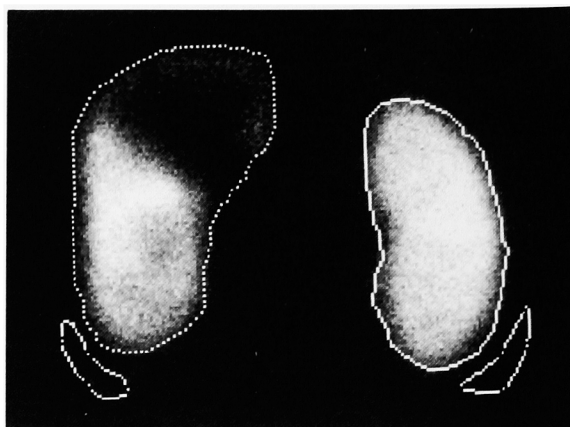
Renal scintigram with  $^{99m}\text{Tc-DMSA}$  revealed decreased but slight uptake in the upper half of the left kidney.
